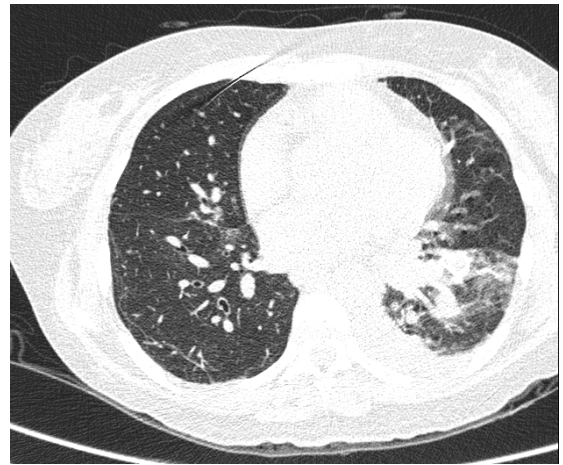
Angiotomografia de tórax (caso 1) com lesões nodulares hipervascularizadas características das malformações arteriovenosas.
